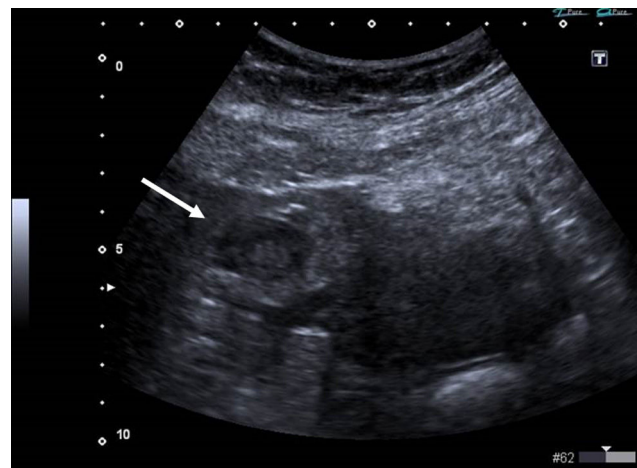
Ecografía ginecológica suprapúbica muestra una formación anular hiperecogénica con centro hipoeicoico (flecha) en área aneal izquierda, correspondiente a anillo tubario.
